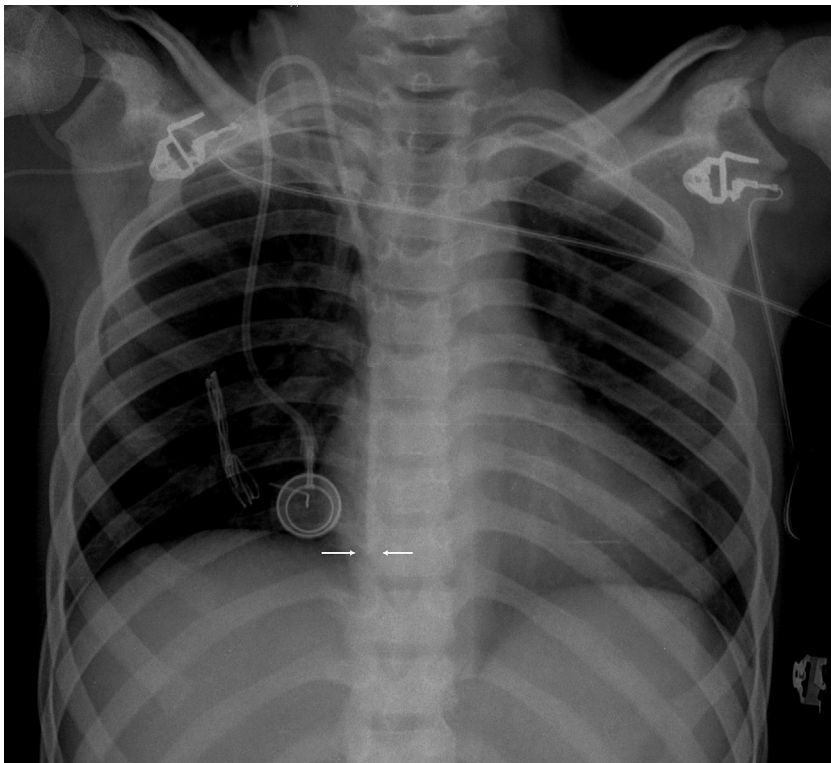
Radiografía de tórax realizada el día de la colocación del reservorio venoso central tipo Port-a-Cath® 13 días antes del episodio de taponamiento. Se evidencian silueta cardiaca y parénquimas pulmonares sin alteraciones. Punta de catéter alojada en la aurícula derecha sobrepasando el sitio teórico del istmo cavotricuspidé. Se puede observar cómo la punta del catéter está centrada sin angulación.
